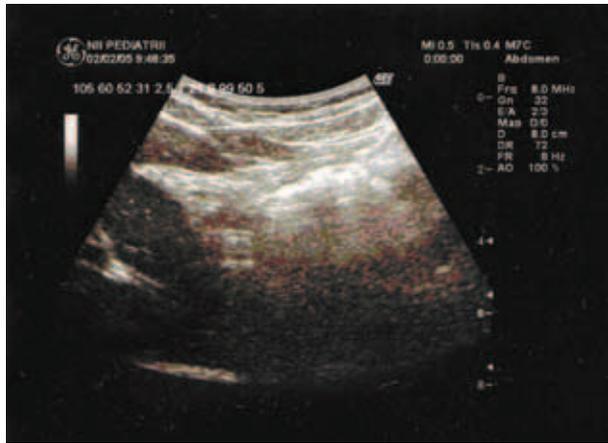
УЗИ брюшной полости без применения пеногасителей. Смазанность контуров, артефакты
